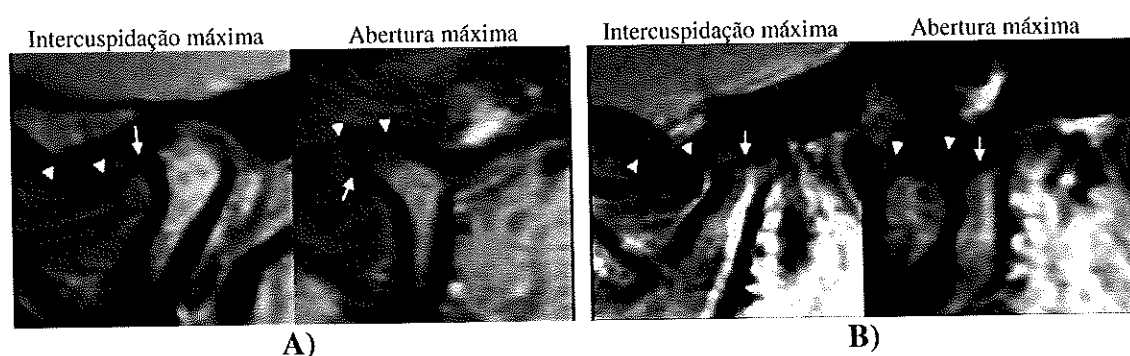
Imagens por RM de DI e osteoartrose. Os triângulos indicam os limites anterior e posterior do disco. A) DD sem redução, o qual se encontra severamente deformado na abertura máxima; presença de osteófito no osso cortical periférico (seta). B) DD sem redução; deformação severa do osso condilar incluindo planificação e erosão óssea (seta). Adaptado de: (Tanaka et al., 2008).
